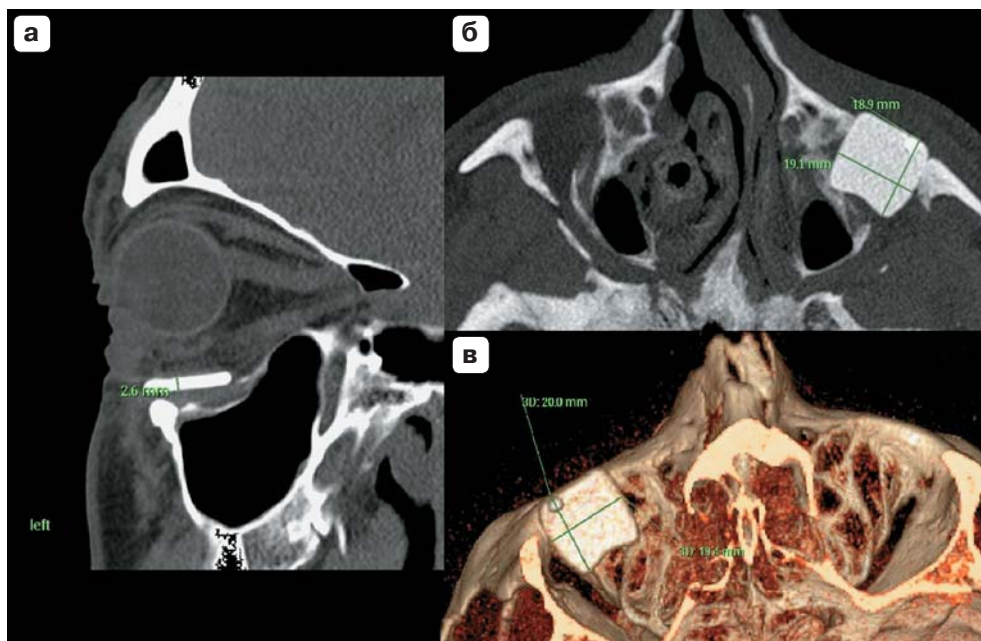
МСКТ-изображения костного ауто трансплантата. а – кососагиттальный срез; б – аксиальный срез; в – 3D-реконструкция.
